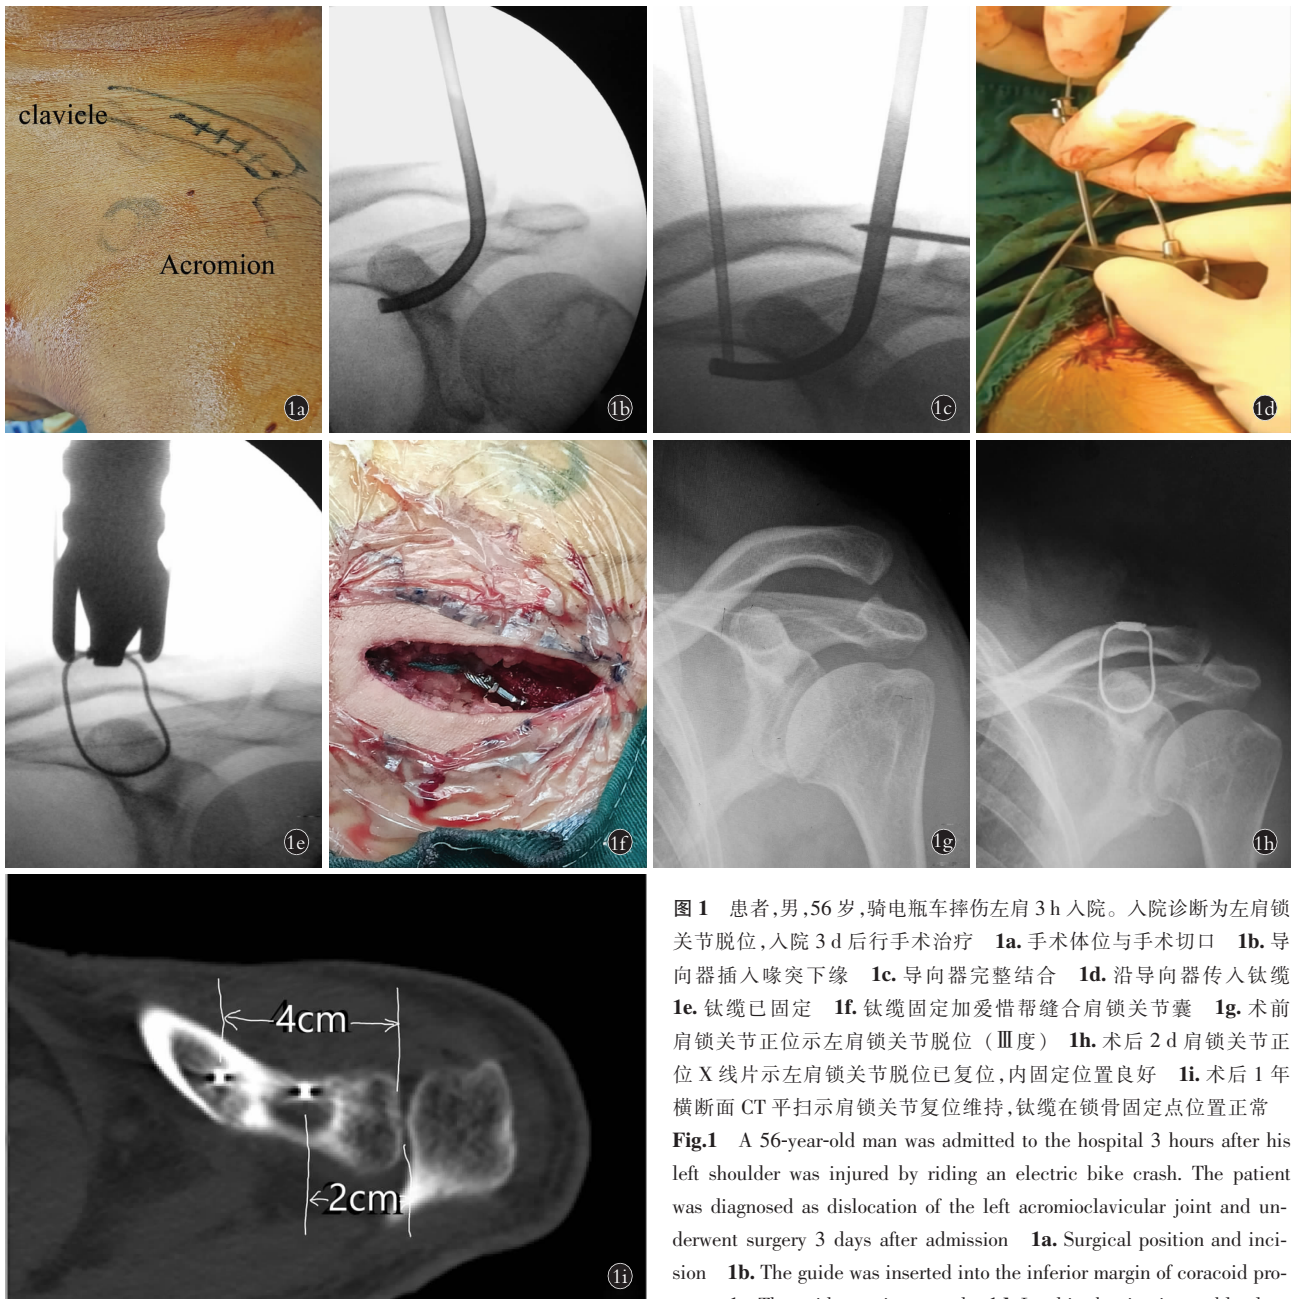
患者,男,56 岁,骑电瓶车摔伤左肩 3 h 入院。入院诊断为左肩锁关节脱位,入院 3 d 后行手术治疗 1a. 手术体位与手术切口 1b. 导向器插入喙突下缘 1c. 导向器完整结合 1d. 沿导向器传入钛缆 1e. 钛缆已固定 1f. 钛缆固定加爱惜帮缝合肩锁关节囊 1g. 术前肩锁关节正位示左肩锁关节脱位 (Ⅲ度) 1h. 术后 2 d 肩锁关节正位 X 线片示左肩锁关节脱位已复位,内固定位置良好 1i. 术后 1 年横断面 CT 平扫示肩锁关节复位维持,钛缆在锁骨固定点位置正常
